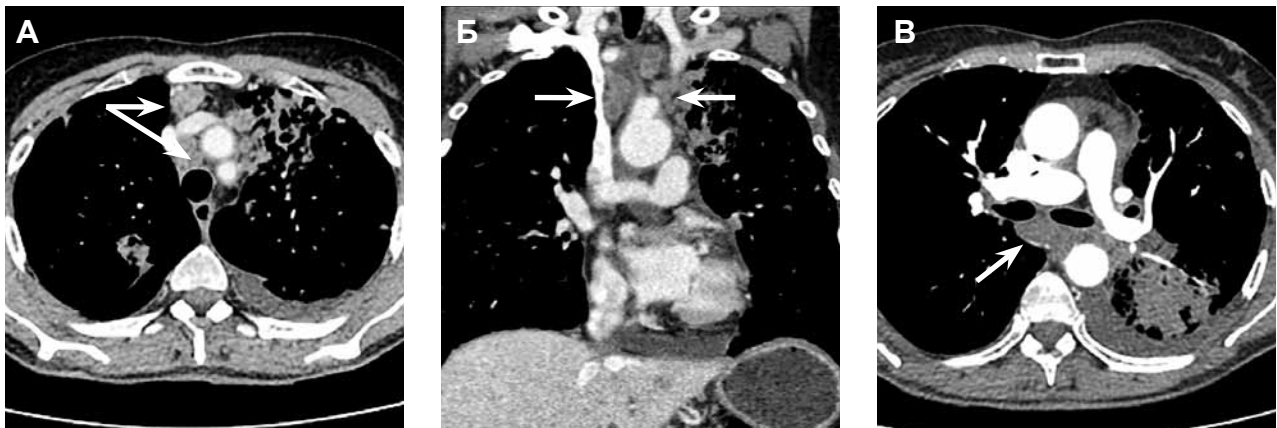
То же наблюдение. Мультидетекторная компьютерная томография. Серия аксиальных (А, В) срезов и фронтальная реконструкция (Б) после введения контрастного препарата (оптирей 350 мг – 100 мл), артериальная фаза. Увеличенные все группы лимфатических узлов средостения (стрелки) с расходом в некоторых из них
